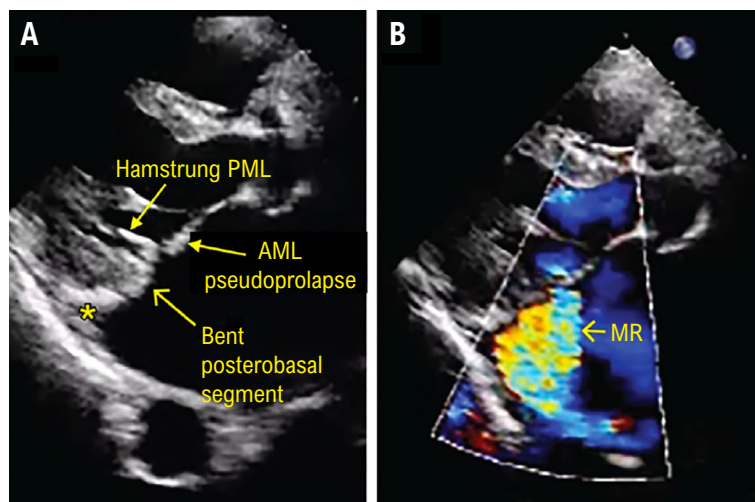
Pseudoprolapso do folheto anterior e um jato excêntrico (dirigido posteriormente). Reproduzido com a permissão de Silbiger, Echocardiography 2019.
